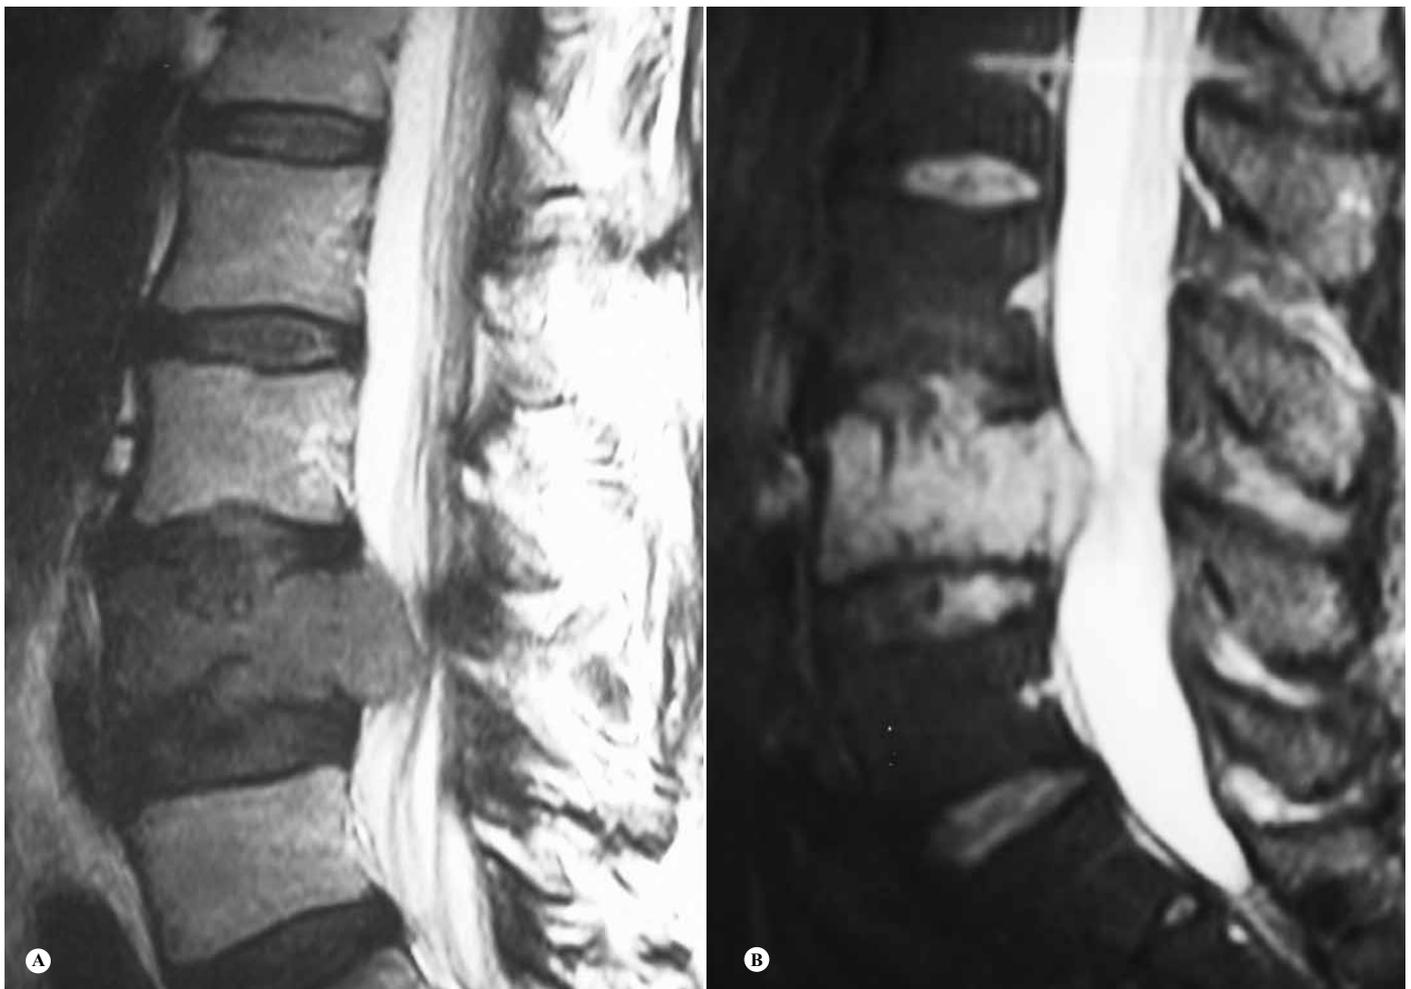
(A) Ressonância nuclear magnética da coluna lombar, corte sagital, captando hipossinal em T1 e hipersinal em T2 (B).
